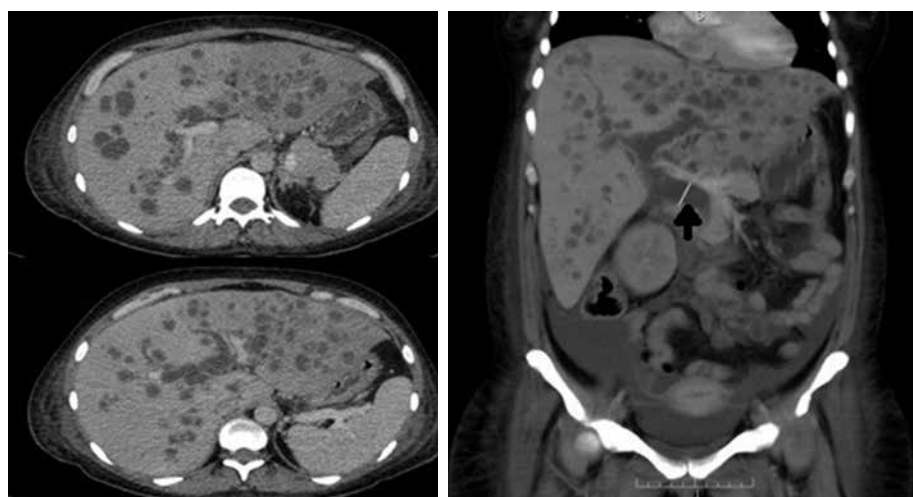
Tomografía computarizada con corte coronal y transversal donde se precisan los múltiples abscesos hepáticos, dilatación intrahepática y extrahepática, dilatación importante de colédoco señalada con una flecha y trombosis de la vena porta.
